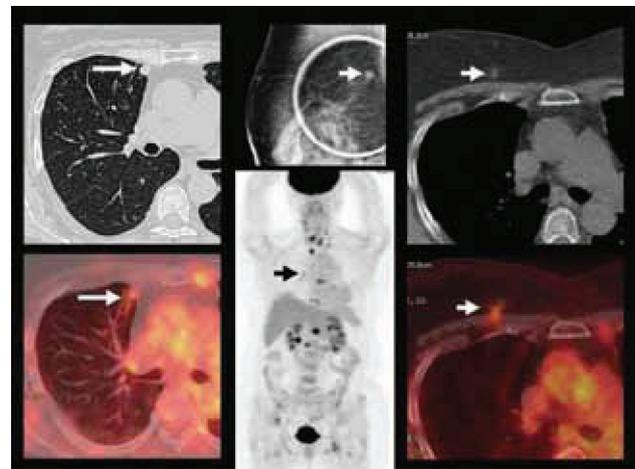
Mujer de 69 años con historia de cáncer de mama tratado hace 14 años, con un nódulo pulmonar, que al PET/CT muestra captación significativa (flecha larga), sugerente de metástasis pulmonar. La paciente también tenía múltiples localizaciones secundarias óseas, ganglionares y extensa infiltración tiroidea (imagen central MIP del PET). Retrospectivamente se puede observar pequeño nódulo mamario derecho de 5 mm hipermetabólico (flecha corta) que era apenas perceptible en imagen MIP, que se muestra en imagen de mamografía y que demostró ser un carcinoma ductal indiferenciado.
